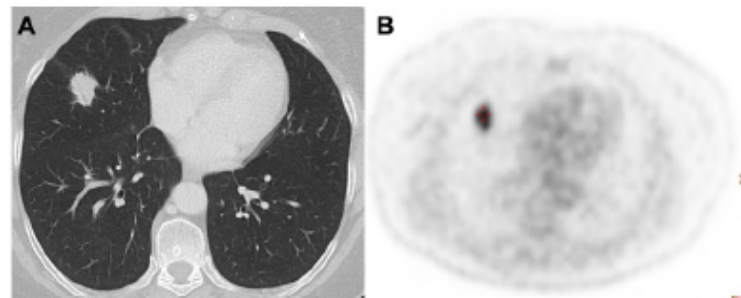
Lung nodules in the medium lobe (A). The PET scan in (B) shows a high captation of  $^{18}\text{F}$ FDG, a high suspicion for primary lung cancer. Biopsy revealed primary MALT lymphoma of the lung.
